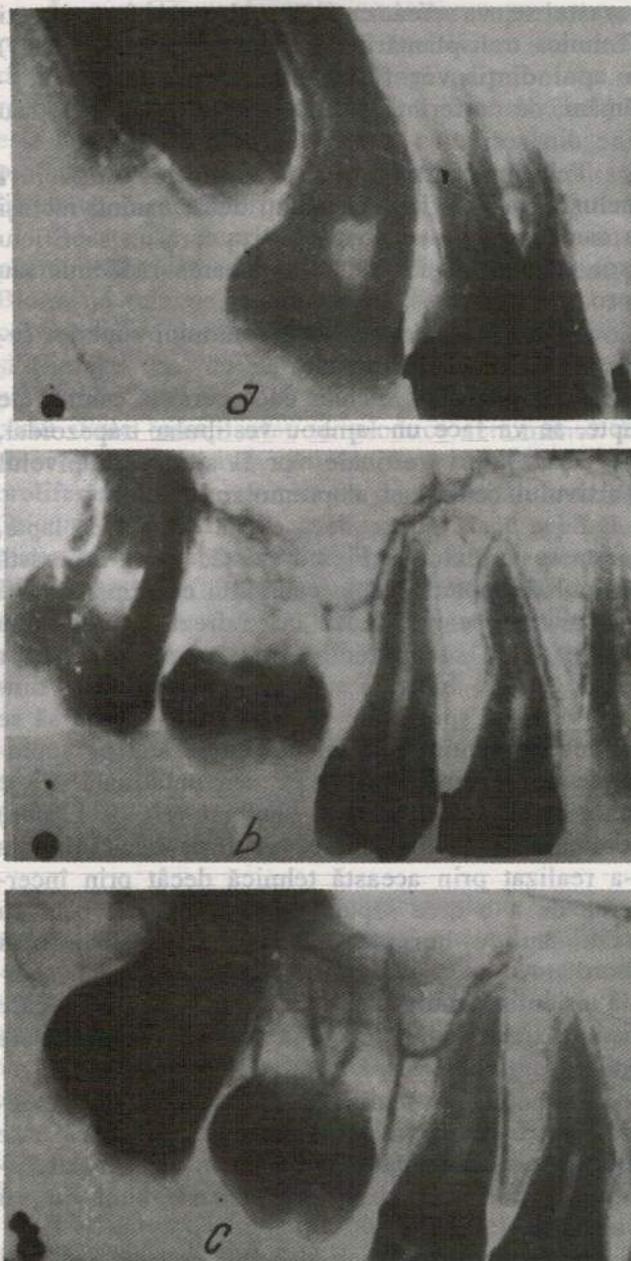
Transplantarea molarului de minte superior cu rădăcina incomplet formată în locul primului molar, care prezintă canale incomplet obturate și perforarea podelei camerei pulpare. a - aspect radiografic preoperator; b - la 3 luni după transplantare, se observă rădăcinile molarului transplatat incomplet formate; c - după 1 an, conturul rădăcinilor și cel al membranei parodontale încep să fie evidente.
